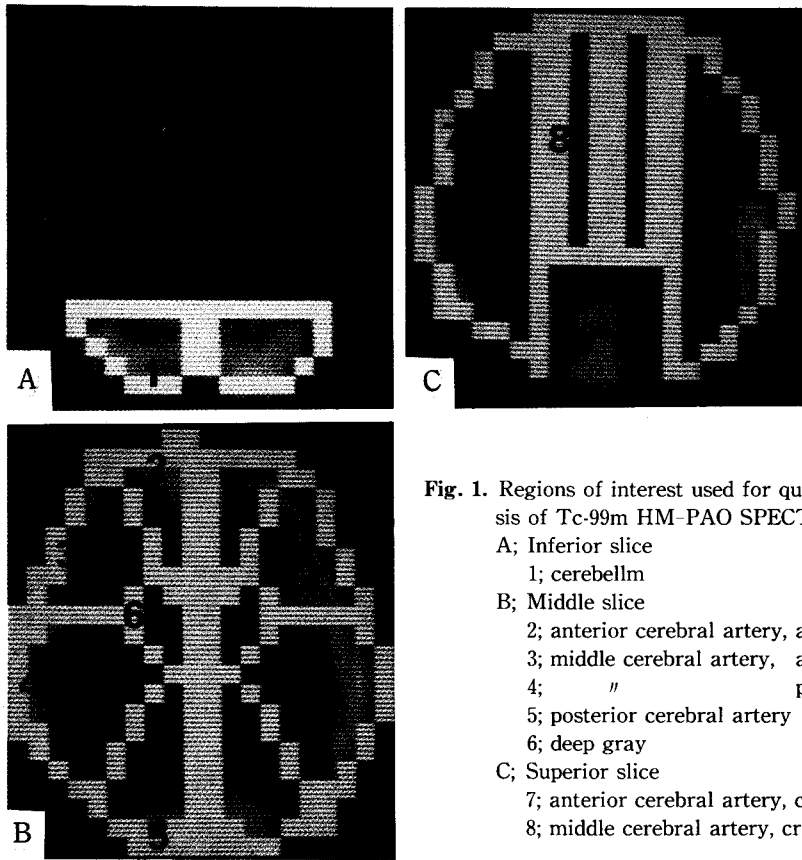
Regions of interest used for quantitative analysis of Tc-99m HM-PAO SPECT.
